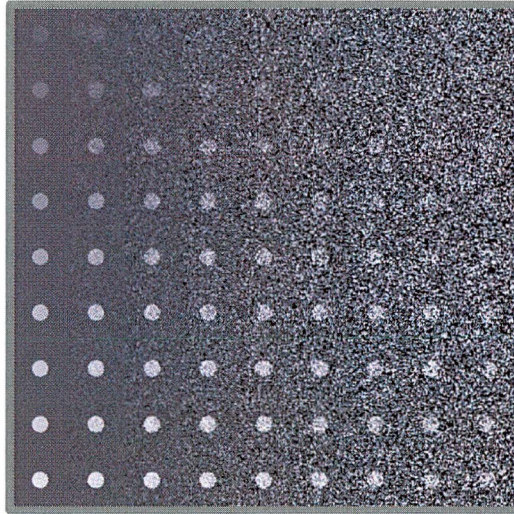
Cada disco posee el mismo tamaño, pero su contraste va aumentando de superior a inferior. A esto se le añade un patrón de ruido. El ruido dificulta la visibilidad de los discos de menor contraste, es decir, el ruido actúa inversamente proporcional a la resolución de bajo contraste. El diámetro de cada disco es de 15 píxeles. Las intensidades de los discos (de arriba hacia abajo) son 10, 20, 30, 40, 50, 60, 70, 80, y 90 UH. Las desviaciones estándar de los ruidos (de izquierda a derecha) dentro de cada sub-bloque son 0, 11,5, 23, 34,5, 46, 57,5, 69, 81, y 92,5 UH. Imagen extraída de Hsieh J. *Computed Tomography, Principles, Design, Artifacts, and recent advances*. 2 Ed. Bellingham, Washington, USA, 2009
